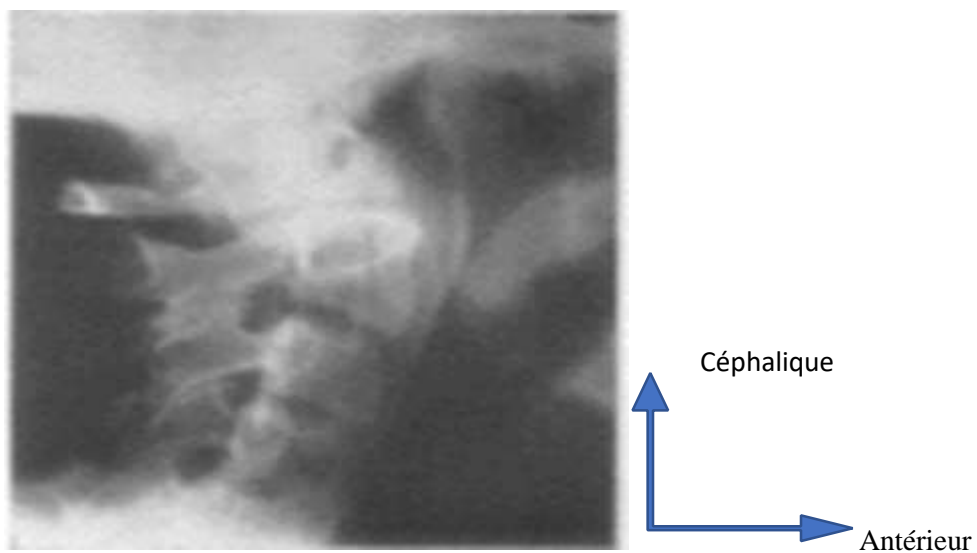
Radiographie cervicale mettant en évidence une luxation atlanto -axoïdienne
